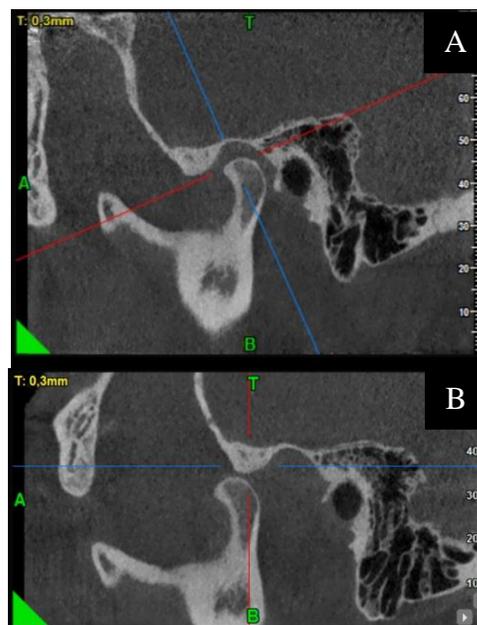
Tomografía.A. boca cerrada B. boca abierta
